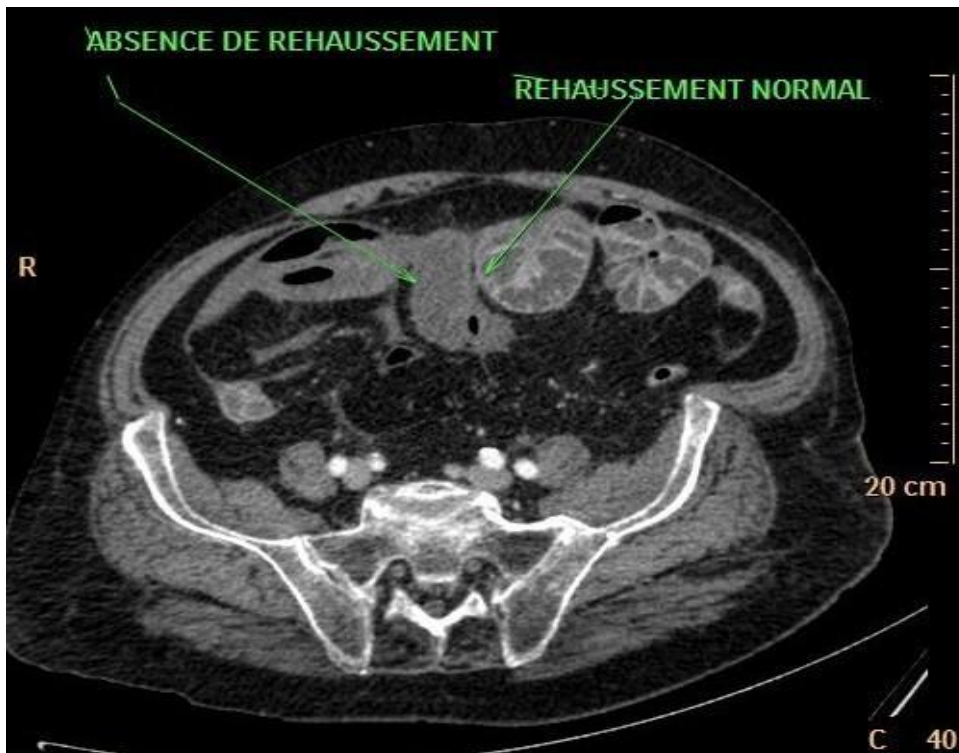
TDM abdominale coupe axiale: Absence de rehaussement
